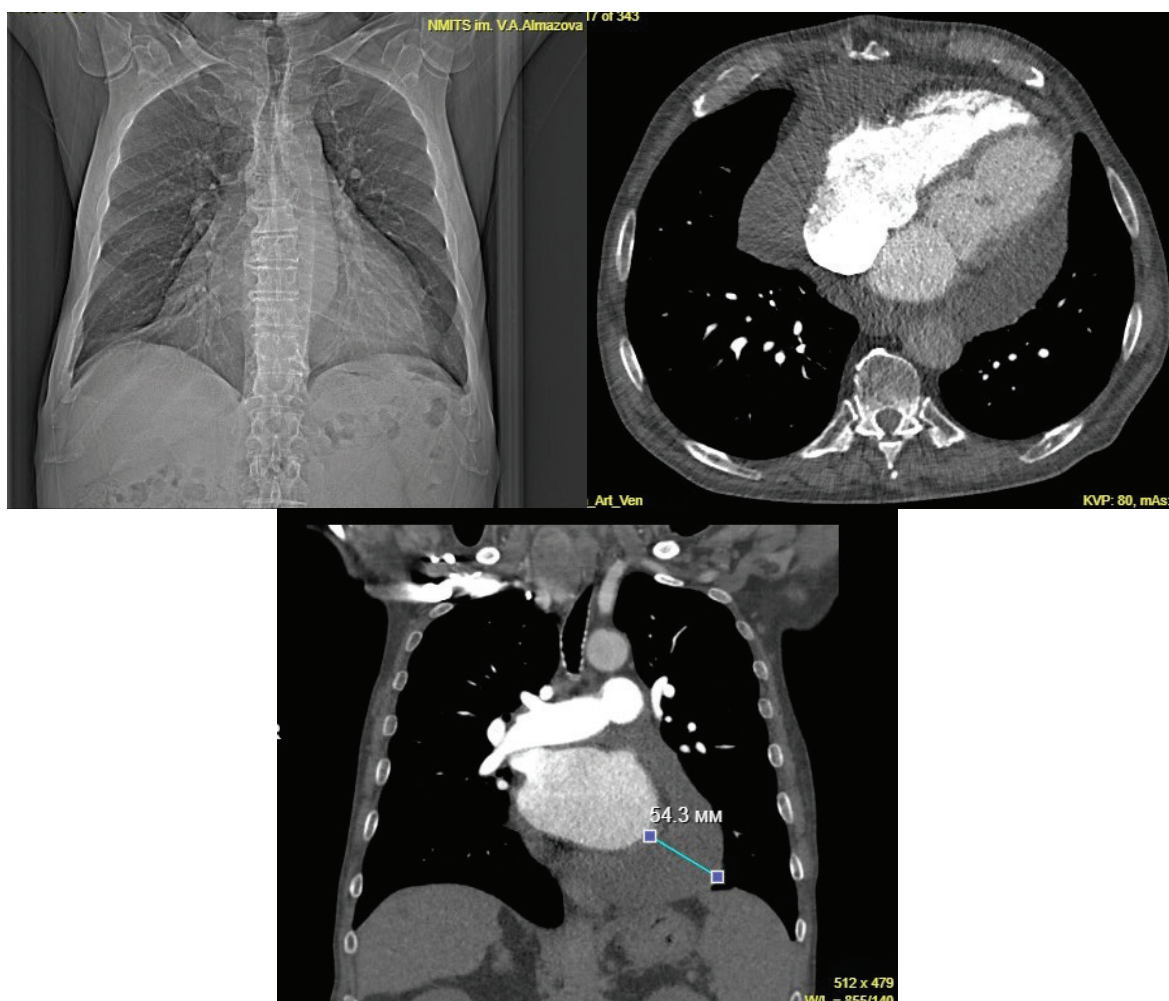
Компьютерная томография грудной клетки с контрастным усилением. Циркулярный выпот до 54,3 мм.
